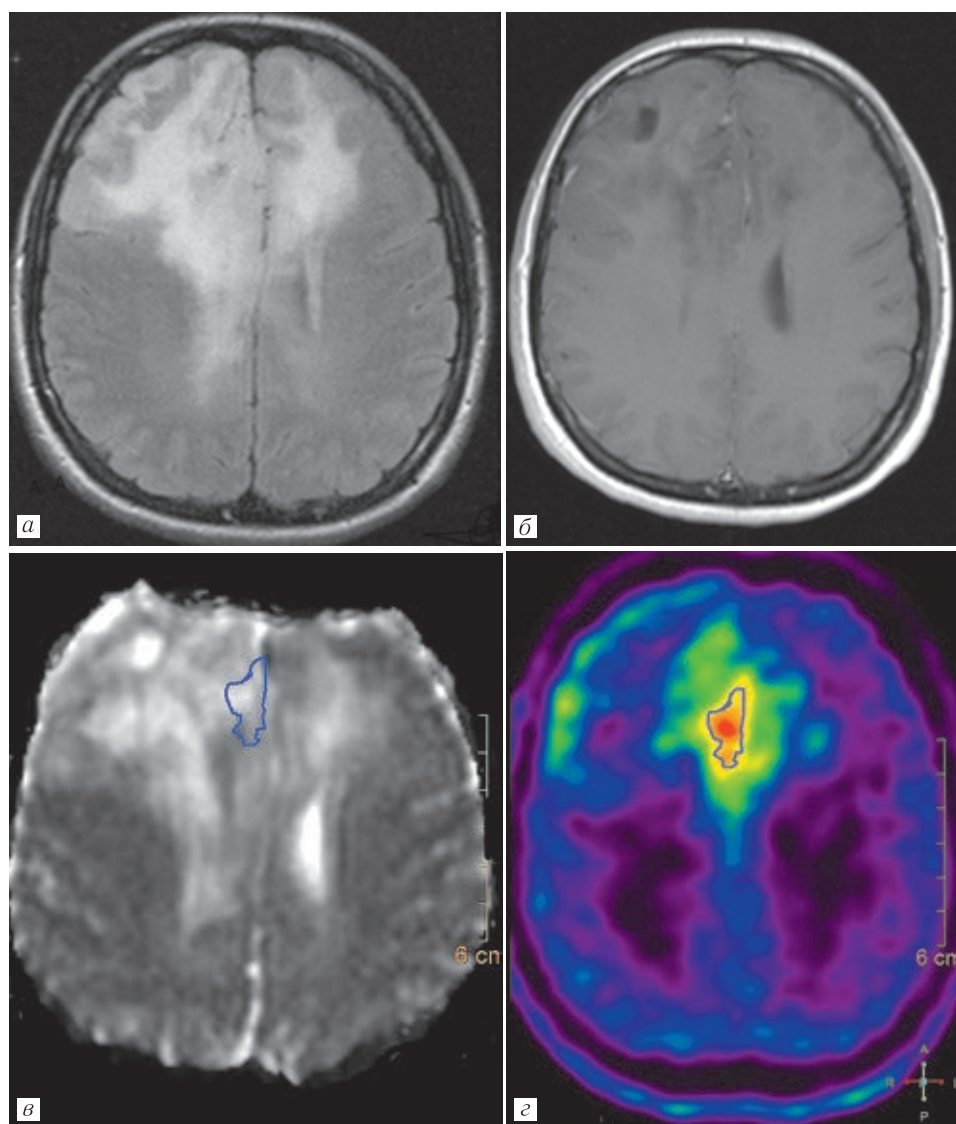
На аксиальных сериях FLAIR-ИП определяется крупная бифронтальная олигодендроглиома (а), которая не накапливает контрастное вещество (б). На картах ИКД опухоль представляется неомогенной (в), при этом зоны ограничения диффузии внутри образования не соответствуют зоне максимального захвата метионина (в, з, контур). Заключение: пространственное несовпадение данных ДВИ и ПЭТ
